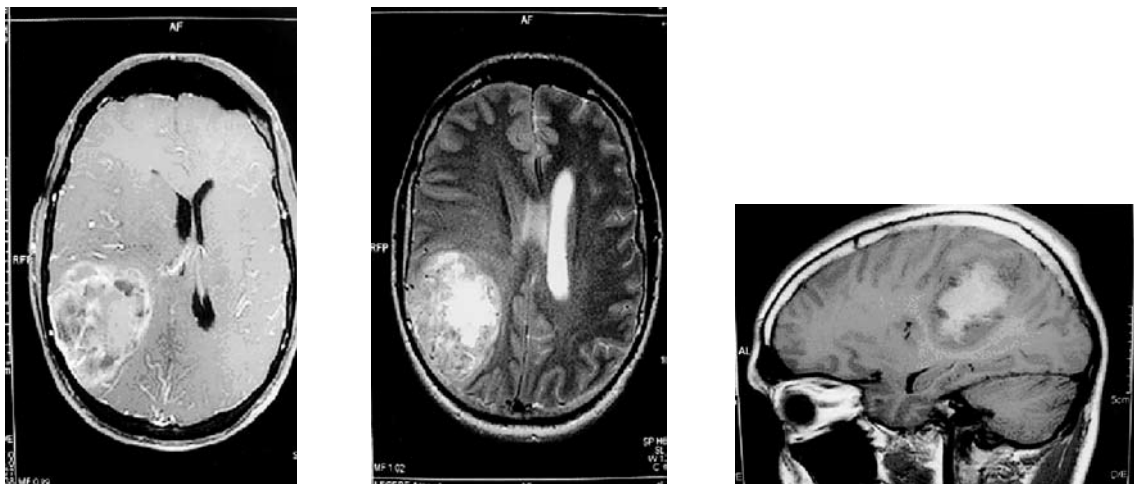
Ressonância magnética.
